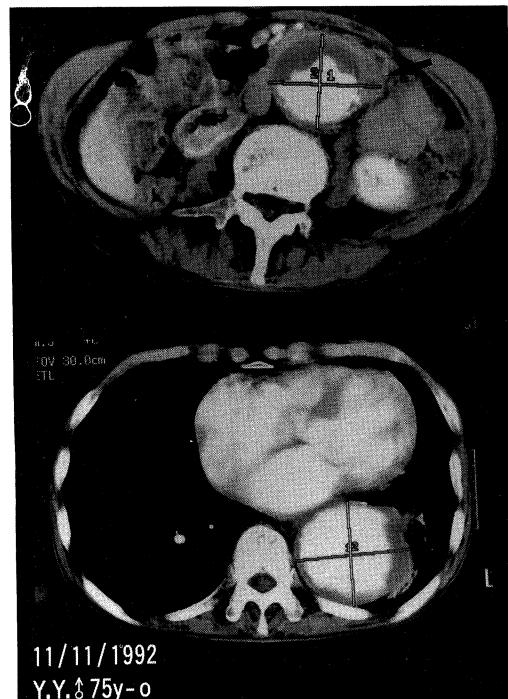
Computed Tomographic Scan
